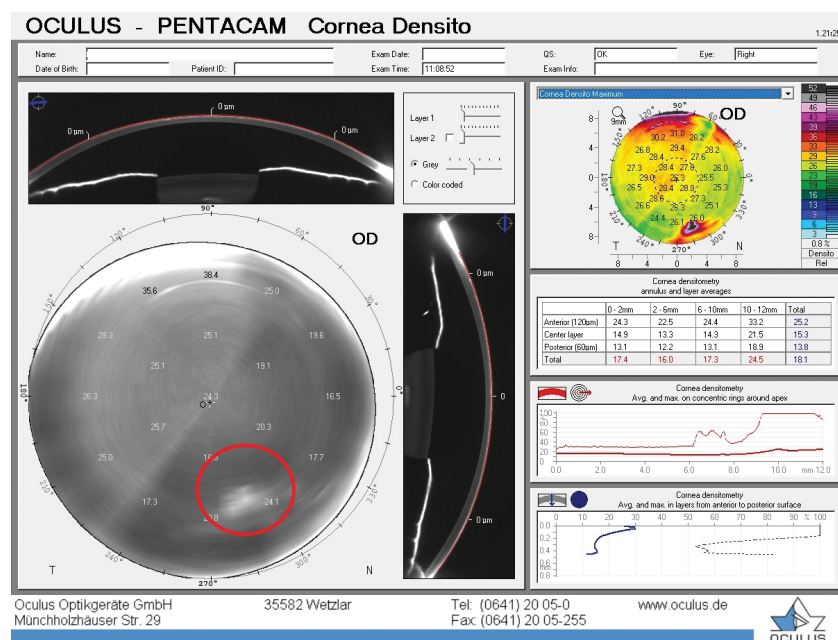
Шеймпфлюг-томография, протокол «Денситометрия роговицы». Сохраняется локальное увеличение оптической плотности роговицы в парацентральной зоне на 5.30–6 часов (красный круг)
